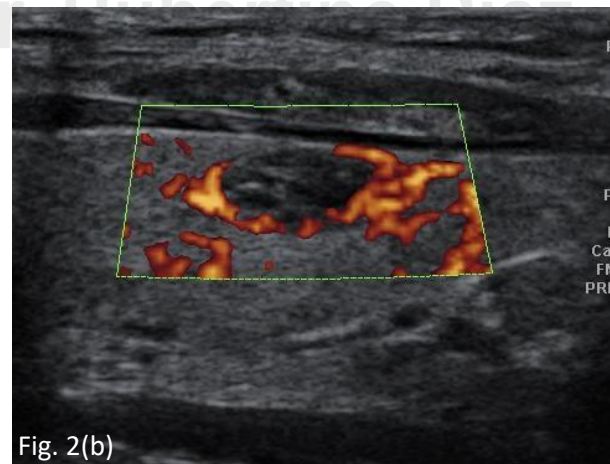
(a): Nódulo tiroideo benigno, bordes definidos, con cambios quísticos Fig. 2 (b): Nódulo tiroideo benigno al estudio Power Doppler color (vascularización periférica). El hallazgo de anatomía patológica fue adenoma con degeneración quística.
